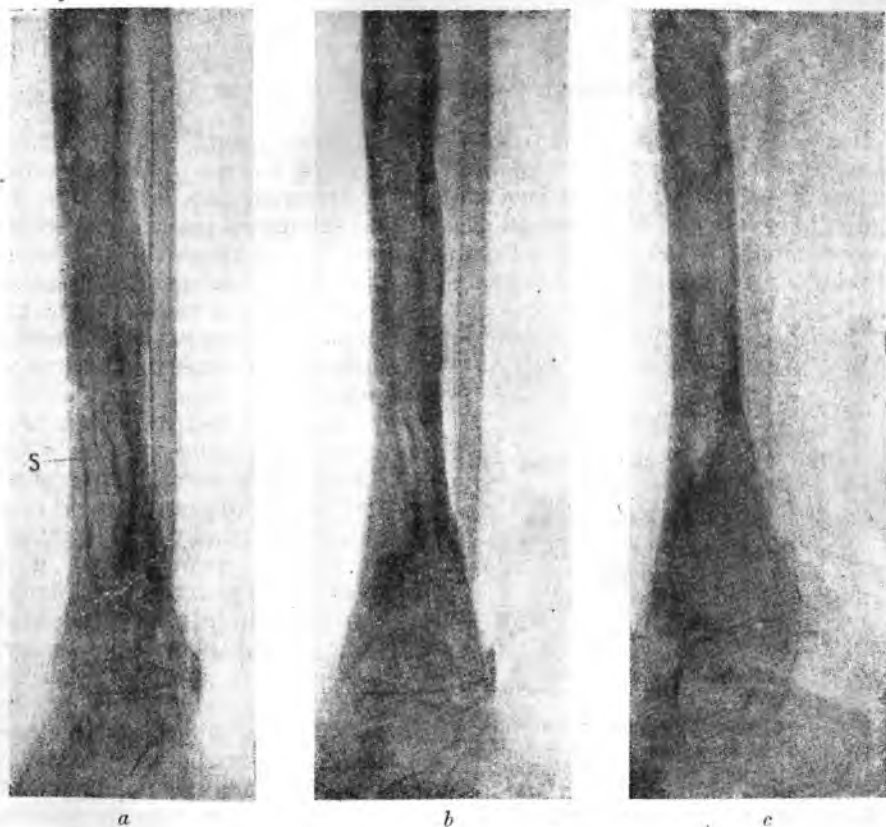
Рентгеновская картина течения острого остеомиелита большеберцовой кости.
